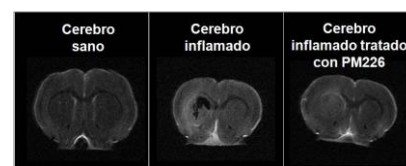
Imagen de Resonancia Magnética Nuclear que muestra la región estriatal de los animales empleados (ratas): animales sanos, animales a los que se les ha provocado neuroinflamación y animales con neuroinflamación y que han sido tratados con PM226. María Gómez Cañas.
